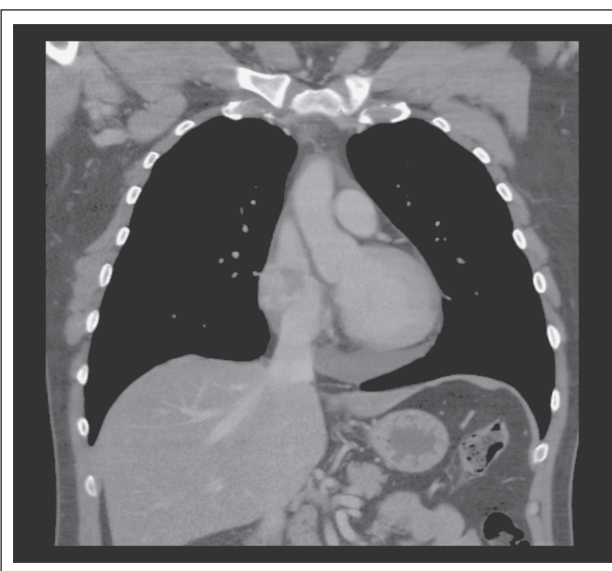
Computertomographie des Herzens mit Darstellung der inhomogenen Raumforderung im rechten Atrium.
